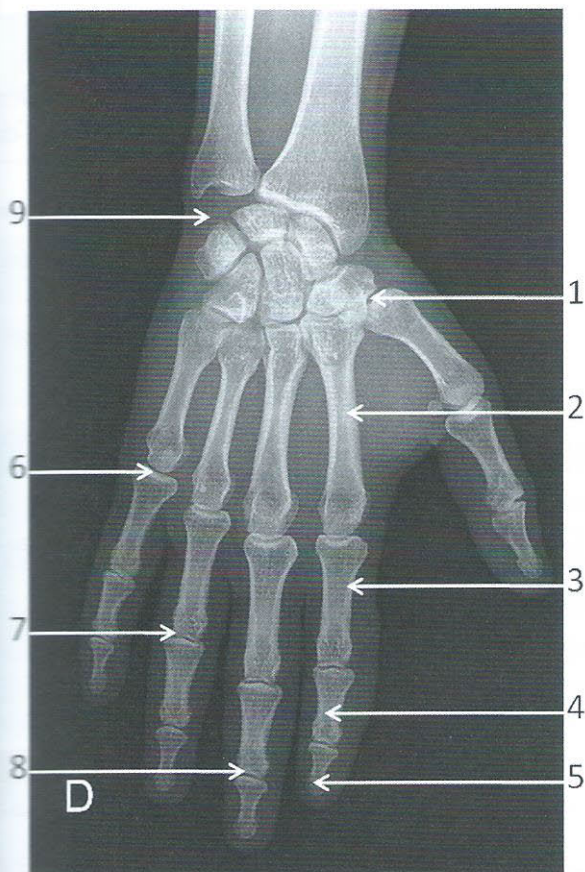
Radiographie de la main droite de face (les os du carpe sont légendés sur la radiographie de poignet de face)
